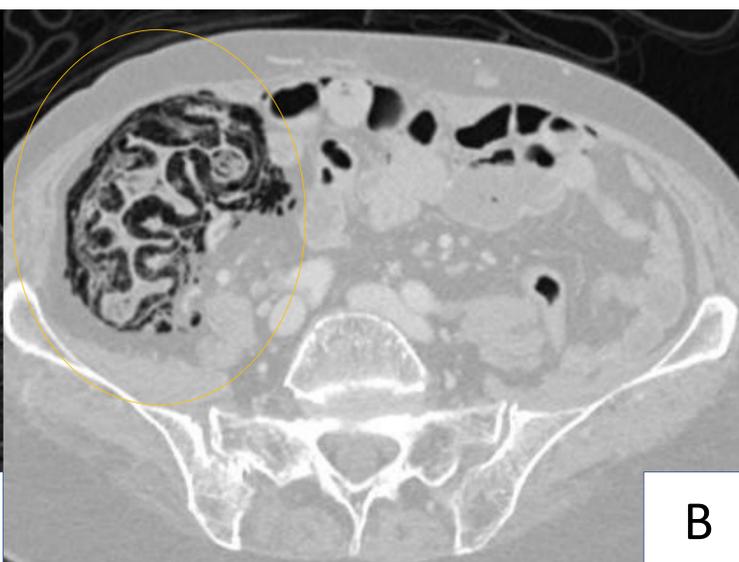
TC de abdomen con CIV de la paciente descrita en la figura 7 en ventana de partes blandas en corte axial (A) y en ventana de pulmón en cortes axial (B) y sagital (C). Se objetiva gas intramural en colon ascendente y ángulo hepático del colon con burbujas de neumoperitoneo sin engrosamientos intestinales, estriación de la grasa ni líquido libre adyacentes. Hallazgos en relación con neumatosis intestinal con neumoperitoneo secundario, dado el contexto clínico, compatible con neumatosis cistoides.
